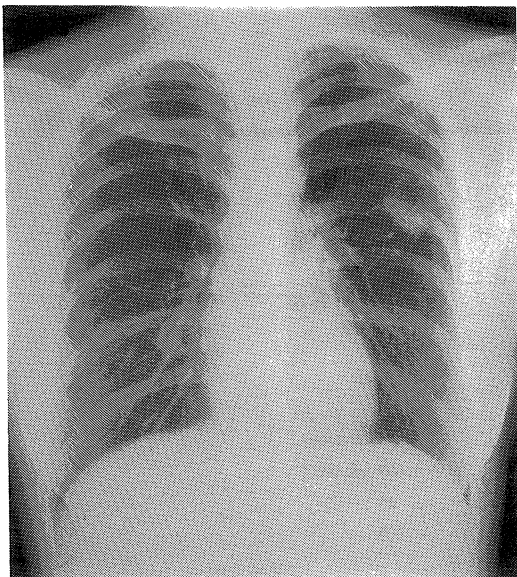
Chest roentgenogram observed one month later shows two well-defined, patchy infiltrates in left medial and right lower lung field.
